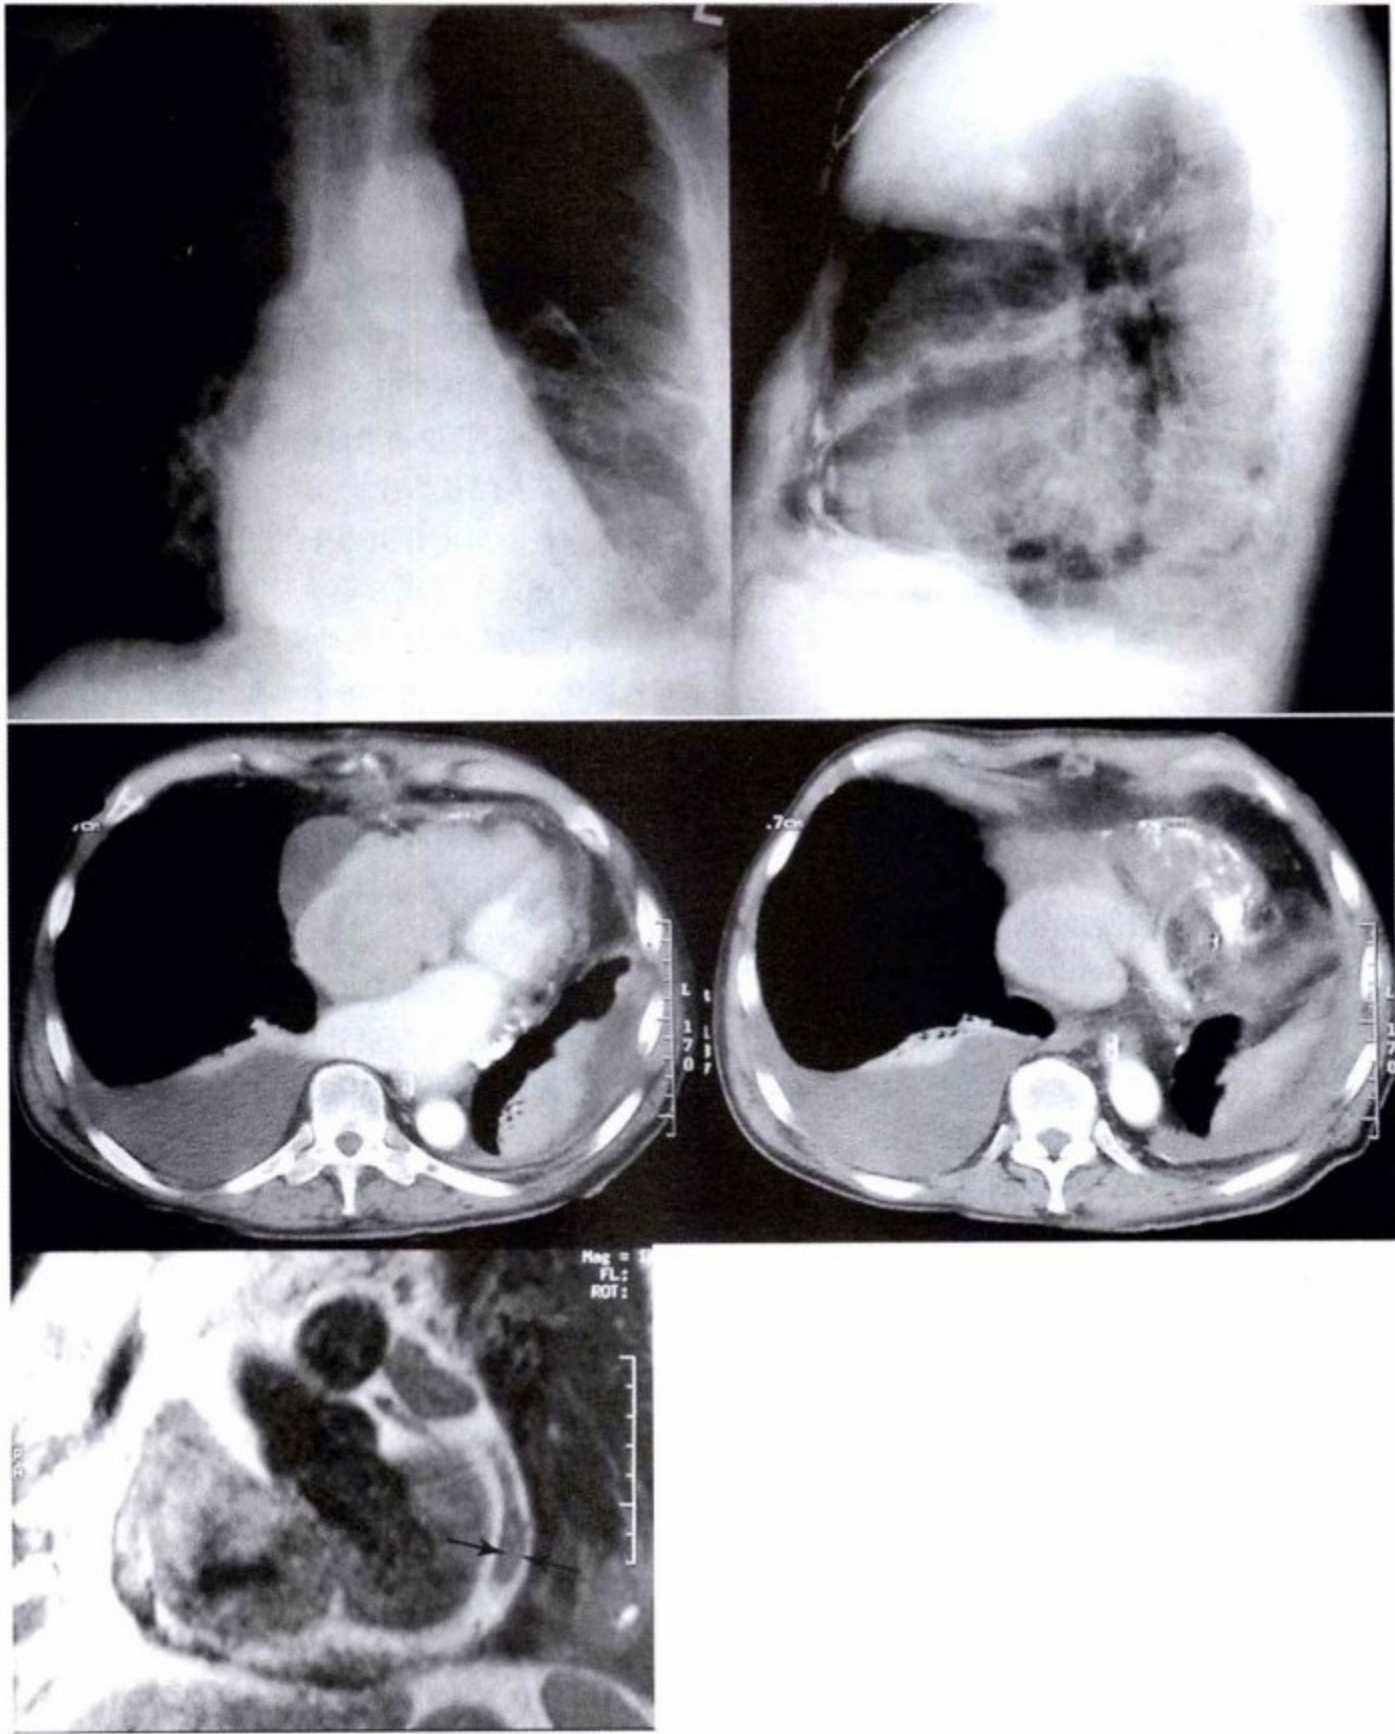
上排:胸片提示右肺野清晰,左下胸膜增厚粘连、纤维索条形成并伴有积液,心影轻度增大。中排:横轴位增强 CT(左心房室对比剂充盈为主)提示心包增厚,右心室前部、左心室和左心房后侧心包钙化。右心房前侧心包增厚最为明显。两侧胸腔积液,未见胸膜钙化。下排:心脏 MRI T<sub>1</sub>WI(黑血 SE 序列)显示左心室后方增厚的心包(箭头),在亮条状心包脂肪的衬托下更为明显。注意不同部位心包厚度不同。
